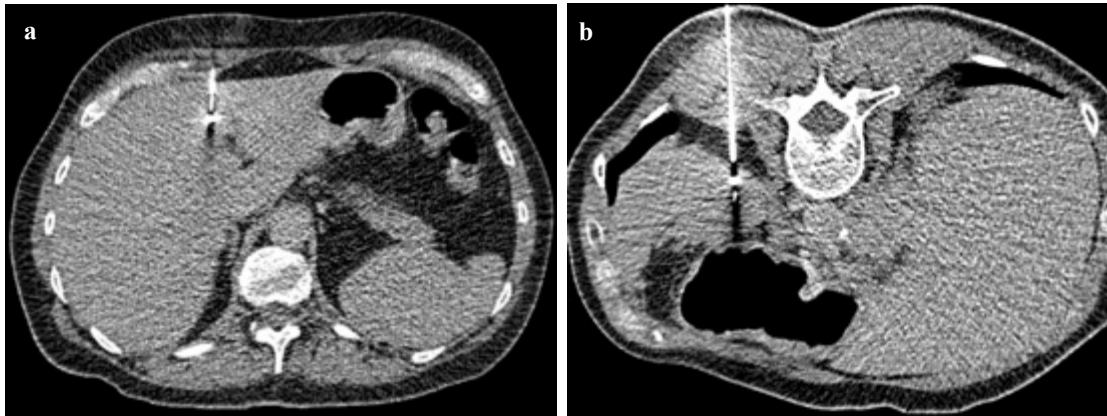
CT-Fluoroskopie (a: Markerimplantation in eine Lebermetastase eines Kolorektalen Karzinoms in Rückenlage des Patienten, b: Markerimplantation in eine Milzmetastase bei Ovarial Karzinom in Bauchlage des Patienten).
